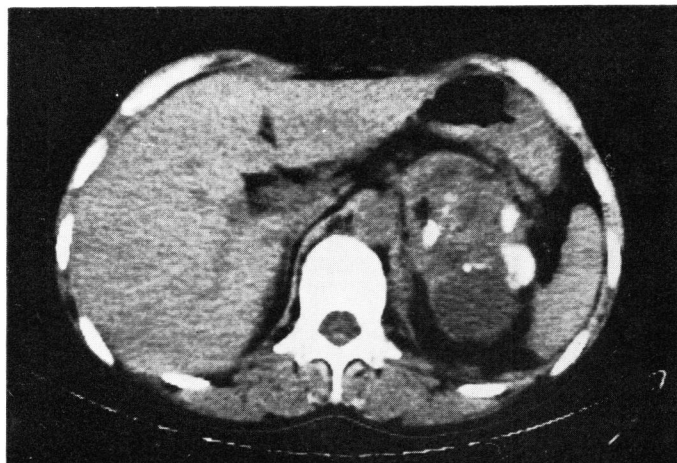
CT scan showing the mass with cystic changes and areas of calcification just above the left kidney.
